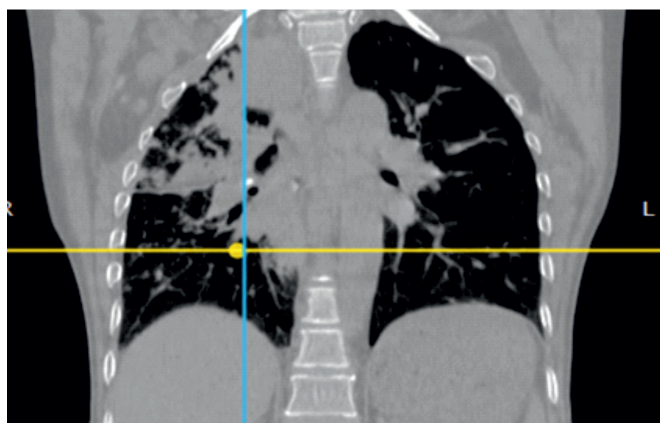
МСКТ-исследование ОГК (коронарная проекция) (ОГК от 15.10.2021 г.).
